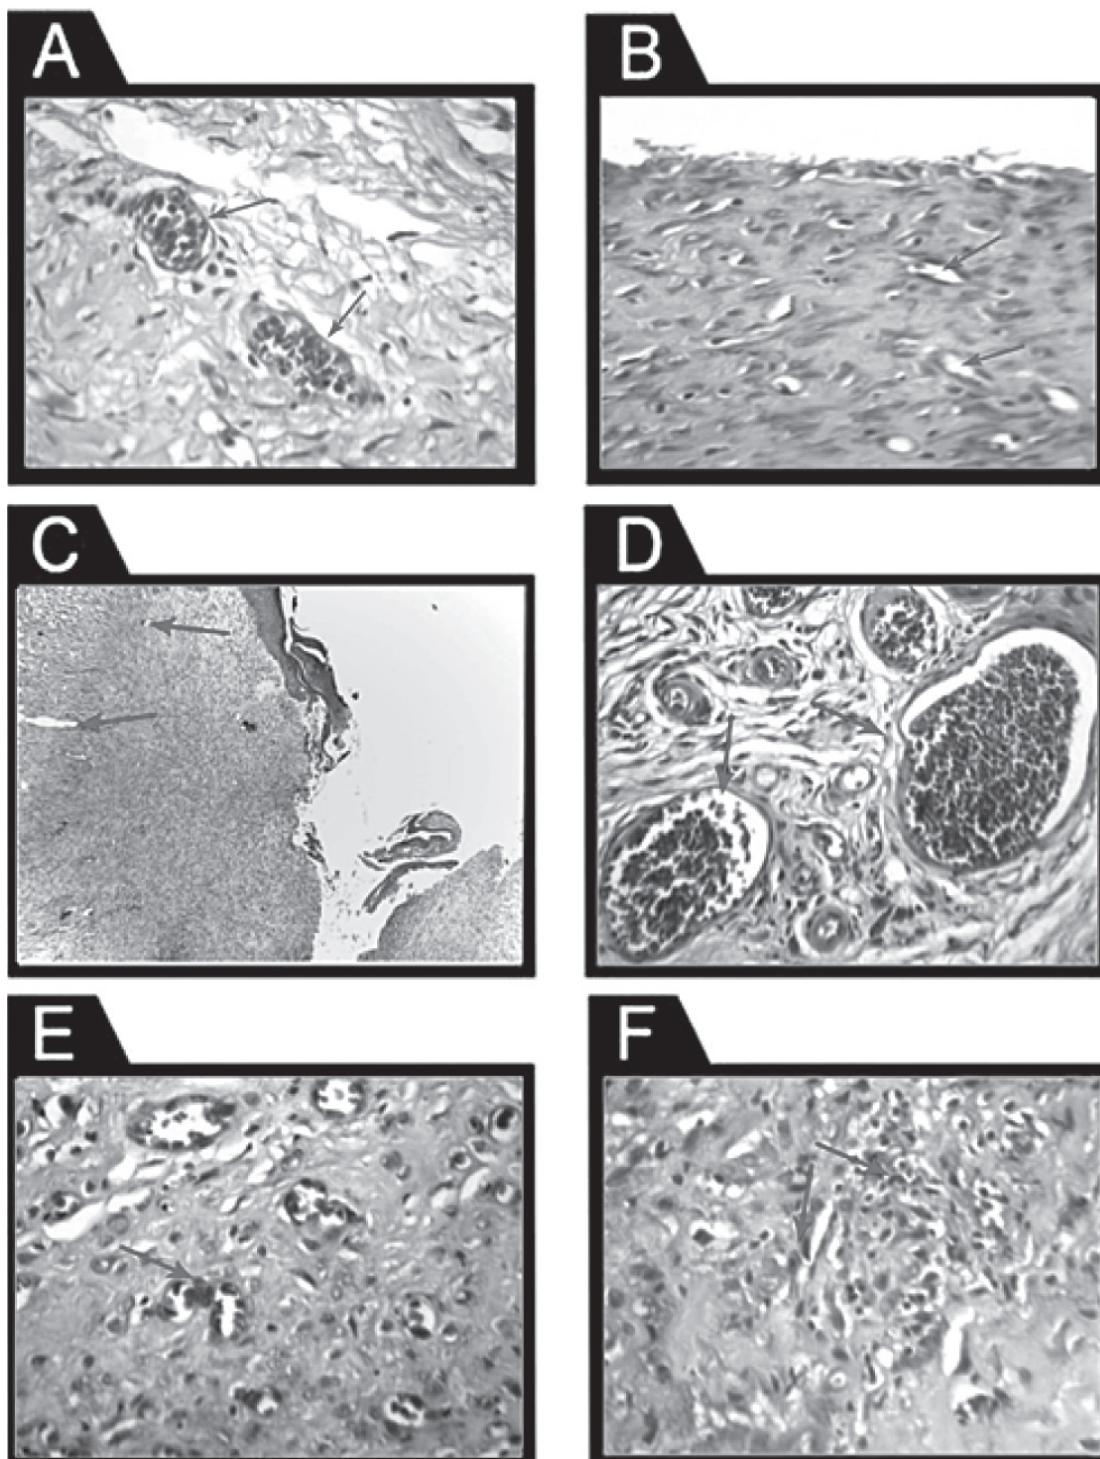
Мікрофотографії тканини діабетичної рани на 14-й день після обробки (забарвлення гематоксилін-еозин): А — в/в МНК-ПКЛ — судинна проліферація (стрілки) та фіброплазія з посиленою реепітелізацією (×400); В — в/в ФБР — рани залишаються відкритими із субепітеліальним ексудатом із нейтрофілів у верхній частині поля, кров'яні судини незрілі (стрілки), з мінімальною проліферацією (×200); С — солкосерил — трапляється м'яка ангиоплазія, але кровоносні судини ще не зрілі, зі звуженим просвітом, помітна фіброзно-колагенова реакція (стрілки) та мінімальна проліферація епітелію (×100); D — ГД-ПКЛ — судинна проліферація (стрілки) та фіброплазія, епітелізація із субепітеліальною ангиоплазією (×200); E — ГД-КТ — судинна проліферація (стрілки), помірна ексудація макрофагами, поверхнева епітелізація з помірним запаленням, в основному за рахунок макрофагів (×400); F — місцево ФБР — відсутність закриття у верхній частині поля, субепітеліальний ексудат нейтрофілів, велика кількість нейтрофілів із низьким рівнем фіброзної проліферації, мала кількість кровоносних судин, незрілих і розташованих неправильно (стрілки) (×200) [28].
